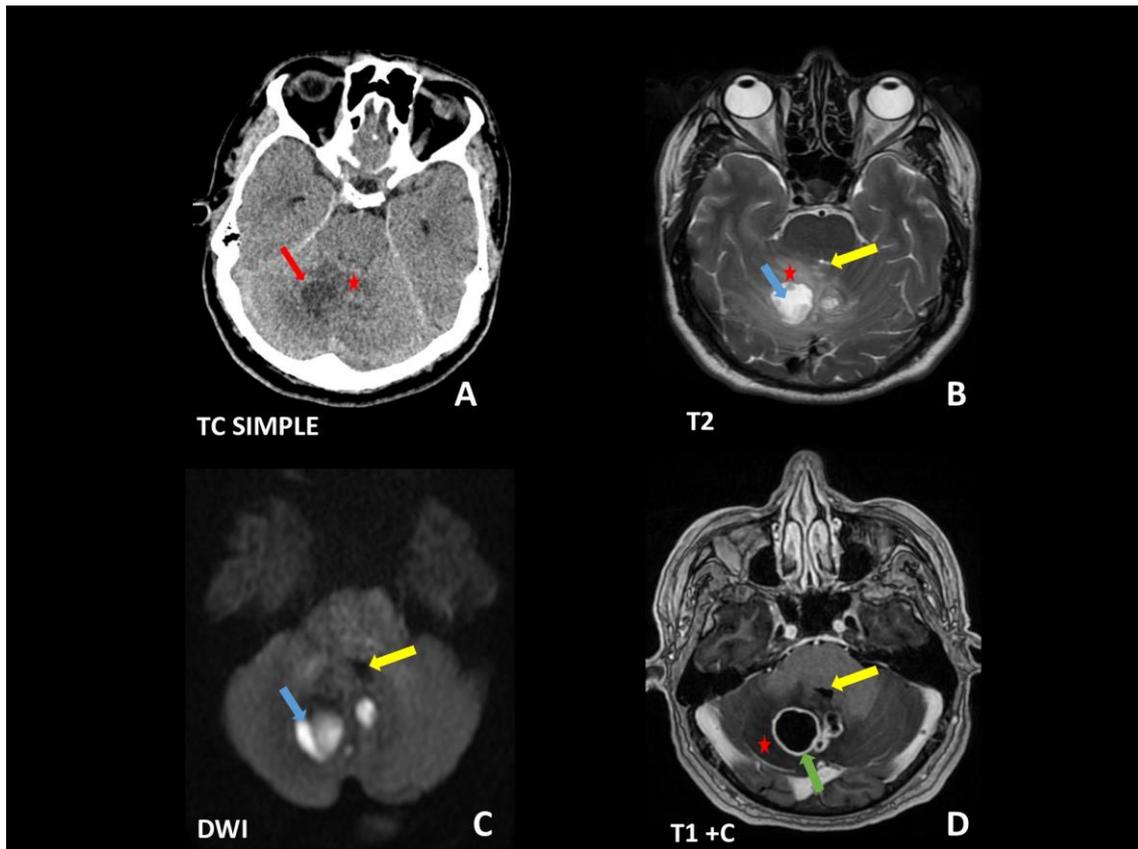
En el TC simple (A) se observa una lesión hipodensa de naturaleza quística en el hemisferio cerebeloso derecho (flecha roja) con hipodensidad del parénquima adyacente compatible con edema (estrella roja). En la RM cerebral con contraste (B, C y D) observamos que la lesión está formada por la confluencia de varias imágenes redondeadas de aspecto quístico con contenido hiperintenso heterogéneo en T2 (B) y restricción de la difusión central (C) (flecha azul). Tras la administración de contraste (D) se aprecia un realce periférico fino de la cápsula externa de la lesión multiquística (flecha verde). El edema circundante (estrella roja) ejerce efecto de masa sobre el IV ventrículo, colapsándolo (flecha amarilla).
